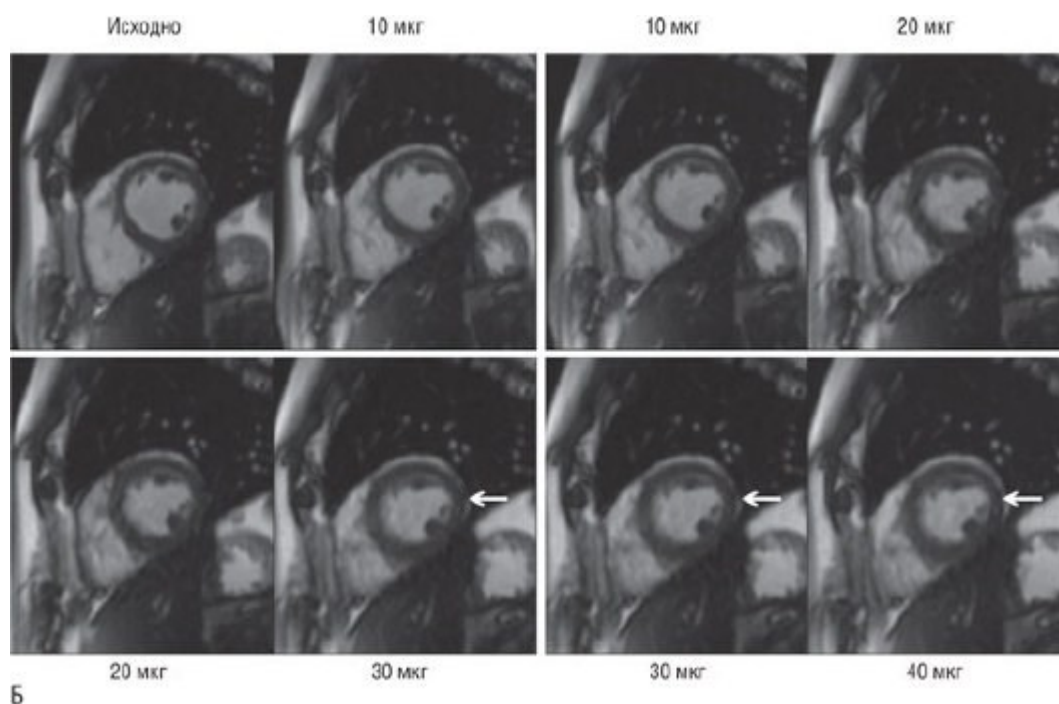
Движение стенки при нагрузке с добутамином. А - обычное исследование МРТ при нагрузке добутамином с изображениями в конце систолы на трех уровнях (основание, середина и вершина) в покое, 10, 20, 30 и 40 мкг/кг/мин добутамина. Б - патологическая реакция в основной части (отмеченной стрелками) во время увеличения доз добутамина с боковой гипокинезией стенки в 30 и 40 мкг/кг/мин.
